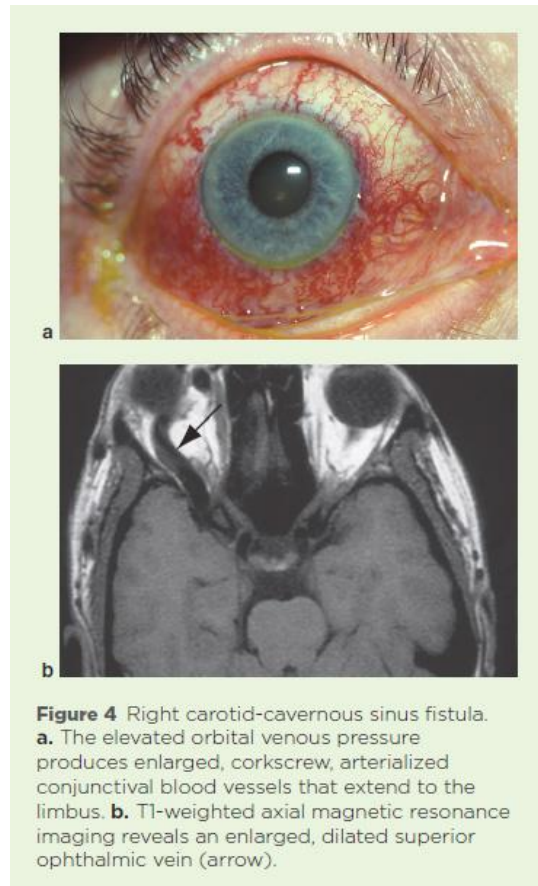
Right carotid-cavernous sinus fistula. a. The elevated orbital venous pressure produces enlarged, corkscrew, arterIALIZED conjunctival blood vessels that extend to the limbus. b. T1-weighted axial magnetic resonance imaging reveals an enlarged, dilated superior ophthalmic vein (arrow).
